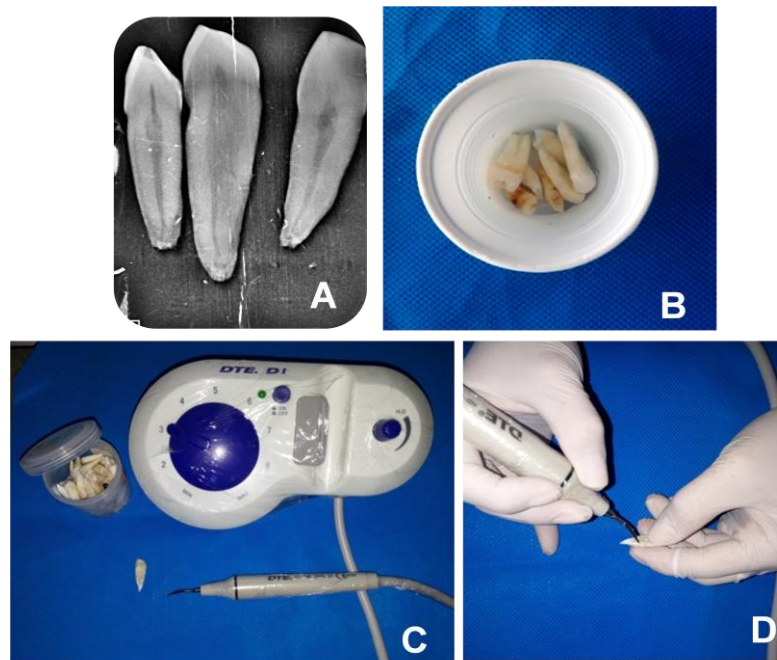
Preparación de la muestra. A. Radiografías digitales para la selección de la muestra. B. Desinfección de la muestra con NaOCl al 3,25%. C y D. Uso de ultrasonido para la limpieza de la muestras. Fuente: Rodríguez, V. 2018
